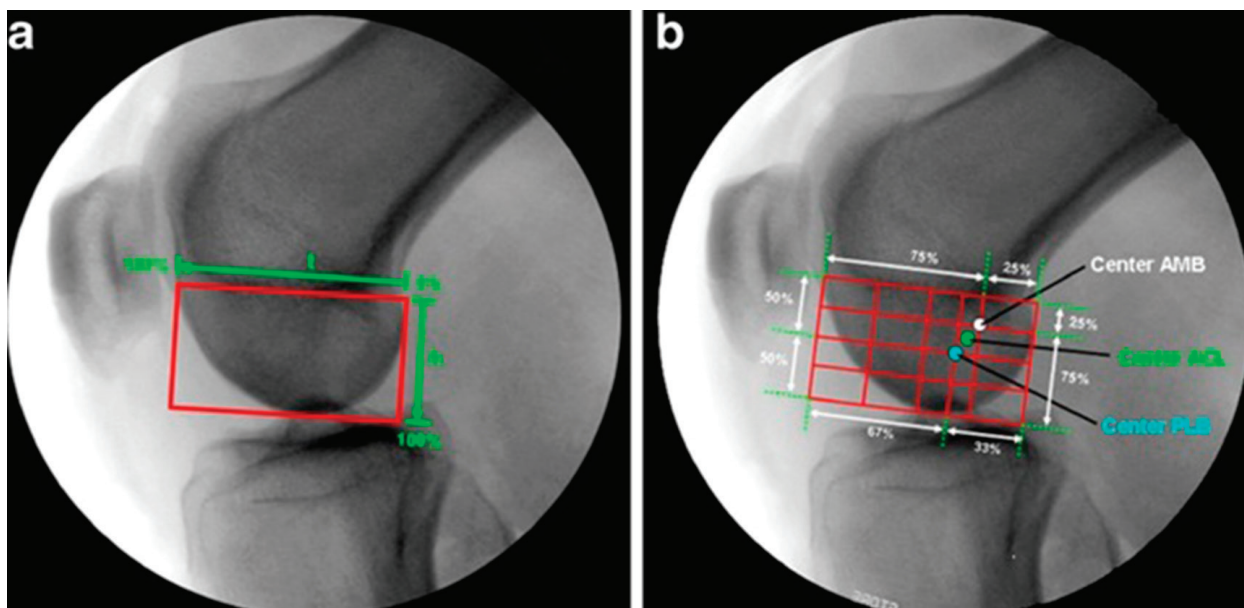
Рентгенограмма коленного сустава: а – сетка Bernard and Hertel; б – центр переднемедиального и заднелатерального пучков
